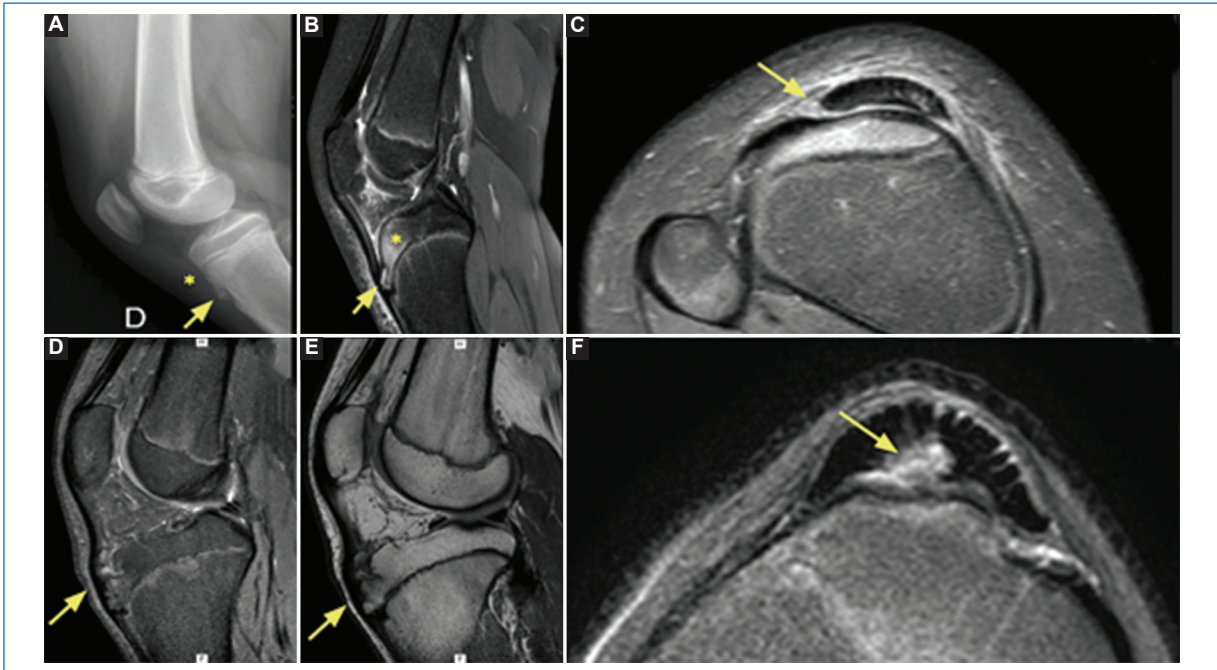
Paciente de 16 años con dolor a nivel de la TAT derecha. Signos compatibles con enfermedad de Osgood-Schlatter. (A) Rx perfil, se observa irregularidad del núcleo apofisario (flecha) y leve aumento de la radioopacidad de la grasa infrapatelar (asterisco). RM del mismo paciente, (B) cortes DP sagital con saturación grasa. Nótese fina banda líquida en la zona de inserción tendinosa (flecha) y el edema óseo asociado (asterisco). (C) STIR axial donde se confirmó el diagnóstico al observar edema óseo y de partes blandas adyacentes (flecha). (D) Cortes de RM sagitales, DP con saturación grasa. (E) T1 de otro paciente de similar edad con cambios morfológicos-secundarios de osteocondrosis secundaria a apofisitis. En ambas imágenes se observa hipertrofia e irregularidad cortical ósea de la TAT sin edema óseo (flechas). En cortes axiales STIR (F) se aprecian fenómenos de tendinosis con aumento de señal intrasustancia en el tendón rotuliano distal.
